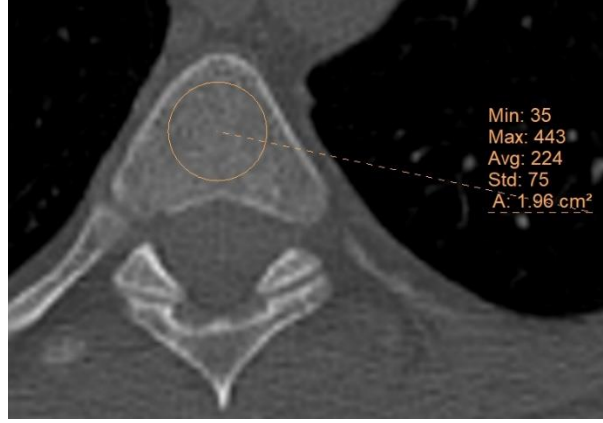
Anterior Longitudinal Bağ ossifikasyonu nedeniyle “1” olarak değerlendirilen ve BT görüntüsü
